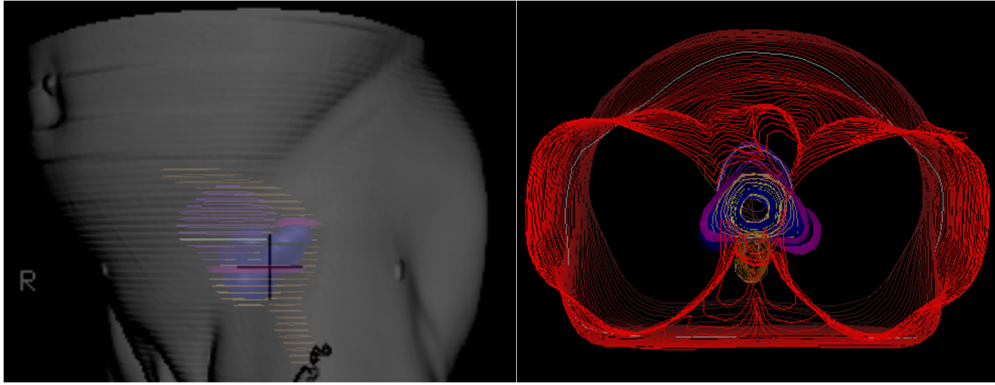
Imágenes de PLUNC de la ventana 'shaded surface', que representa como se vería el paciente en la máquina de tratamiento. Obsérvese, p.e. la marca colocada en la piel a nivel del glúteo. Esta imagen se obtiene por integración de las del conjunto de cortes del TAC
